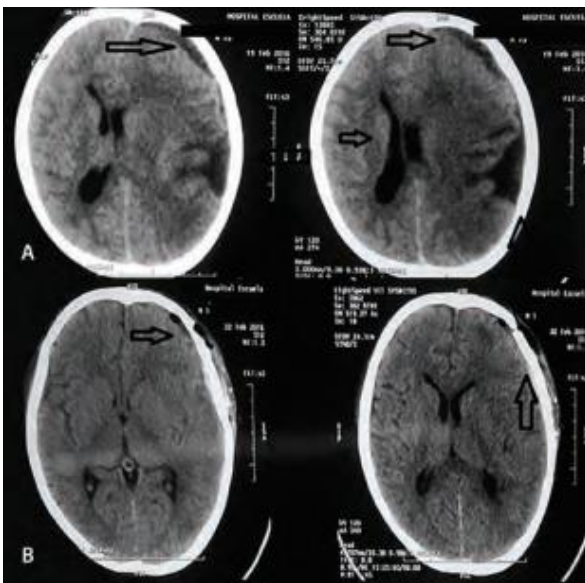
Tomografía absceso cerebral. Ramírez, 2016 27
